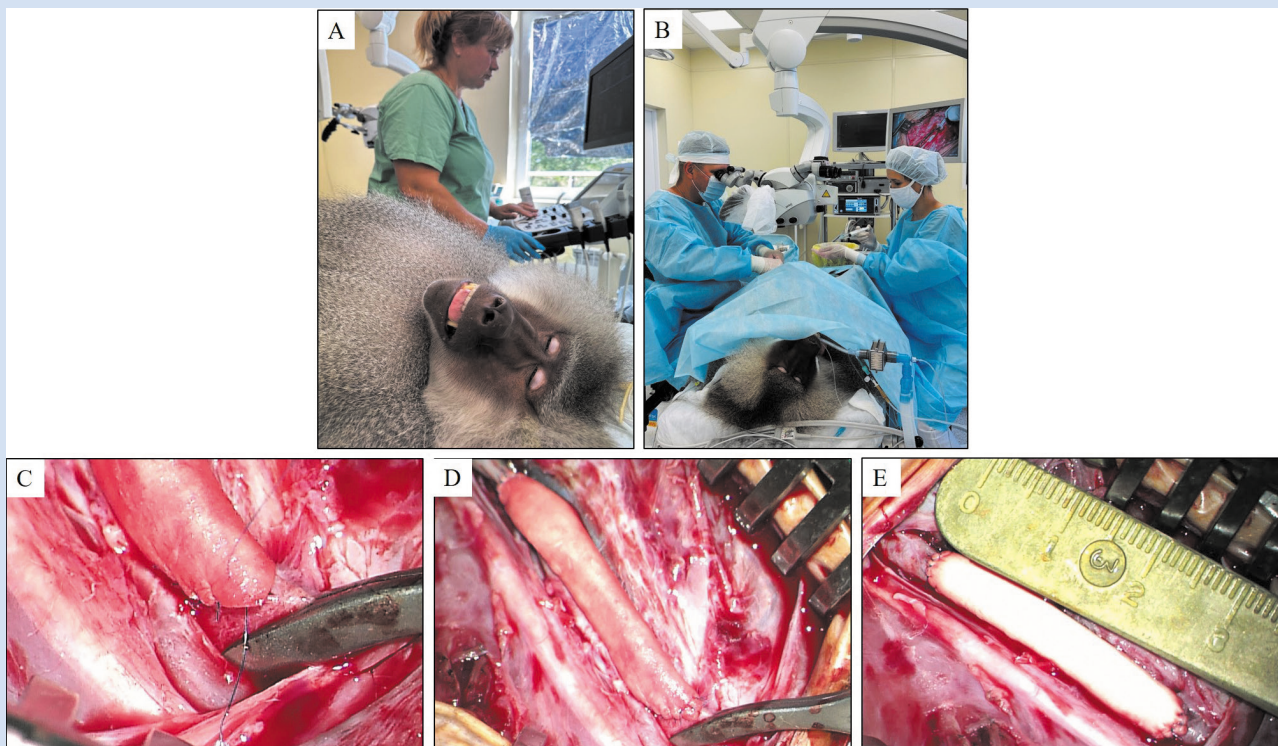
Имплантация сосудистых протезов PCL/PU/GFmix^{IIo/Her} в бедренную артерию павиана: *A* – проведение УЗИ; *B* – операция с применением микрохирургической стойки; *C* – формирование анастомоза; *D* – имплантированный протез до пуска кровотока; *E* – имплантированный протез после пуска кровотока
